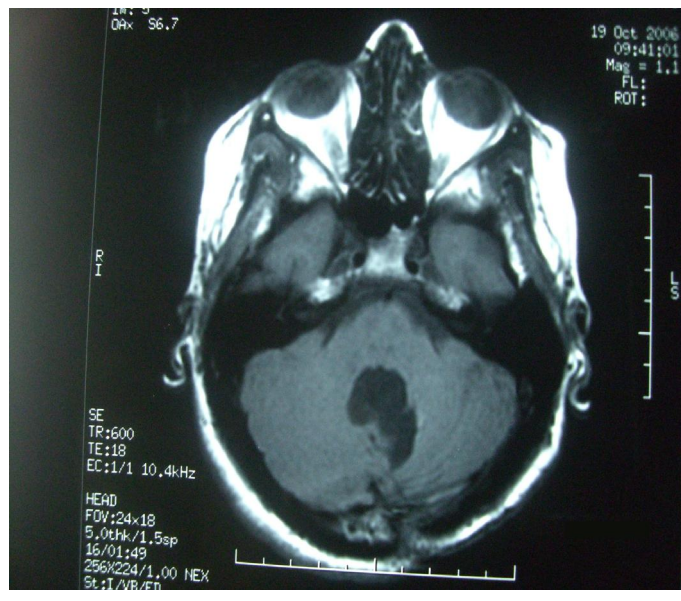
IRM cérébrale de contrôle, en coupe axiale en T1 avec injection de Gadolinium de la même patiente après exérèse chirurgicale, Radiothérapie et chimiothérapie.
